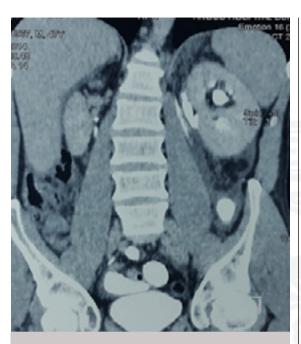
Tomografía de abdomen y pelvis con contraste, corte coronal
